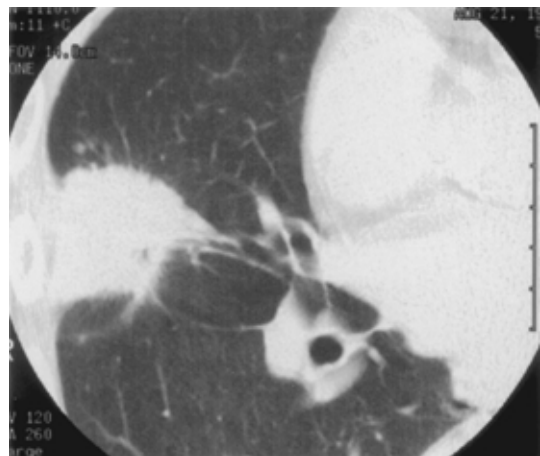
Chest CT showing a mass with spiculation in the right middle lobe.
